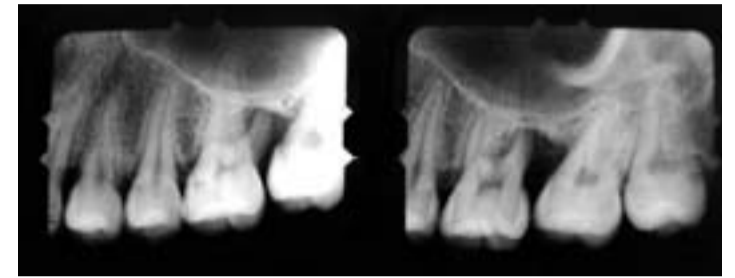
Röntgenbild der linken Seite.
